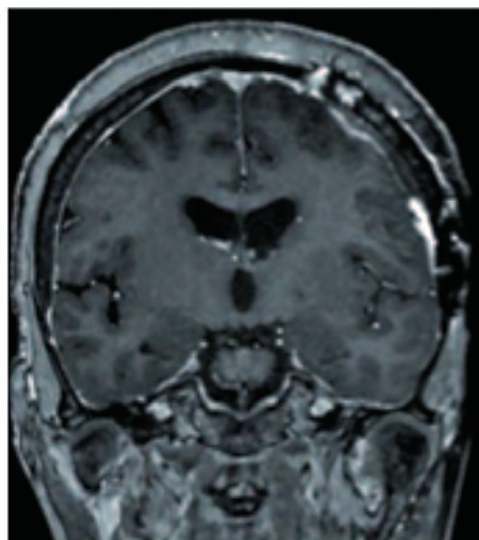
МРТ T1 фронтальный срез: менингиома левой лобной доли: а) контрастное изображение, демонстрирующее опухоль, прилежащую к твердой мозговой оболочке: гомогенное образование, отличающееся от прилежащего головного мозга; б) последующая резекция опухоли и контрастное усиление твердой мозговой оболочки, которое представляет собой послеоперационные изменения или наличие остаточной опухоли
